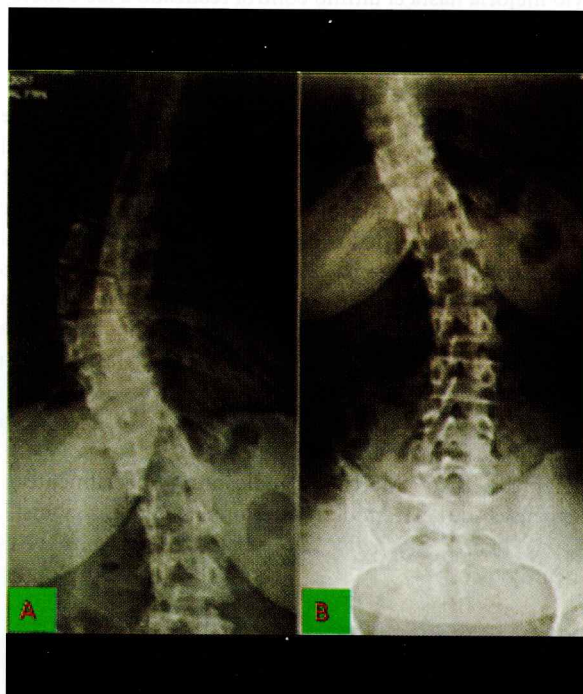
A y B. Radiografías anteroposteriores que muestran la escoliosis dorsolumbar
